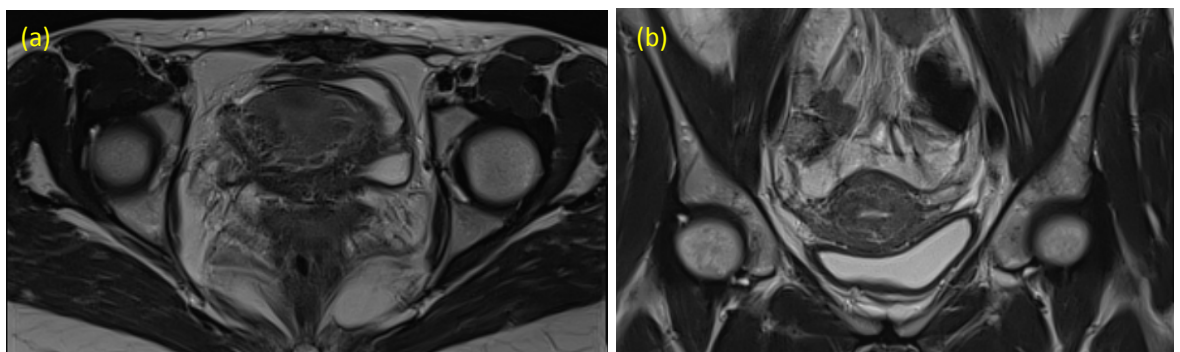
Séquences axiales (a) et coronales (b) de l'IRM ont montré une résorption complète de la MAV,lors du suivi à six mois.
